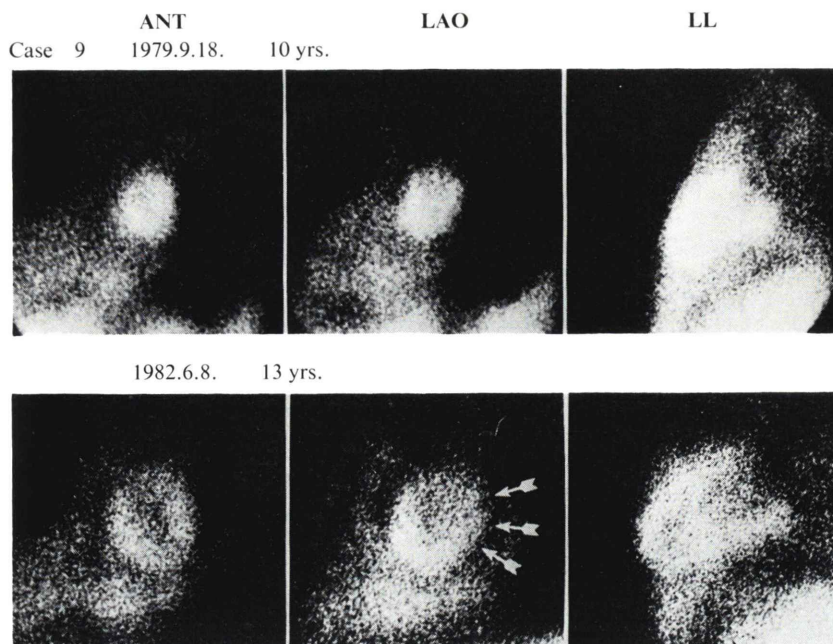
Serial thallium myocardial images at age 10 and 13 in case 9. A posterolateral Tl defect in LV free wall and an increased Tl activity in RV free wall are demonstrated in the second scintigraphic study.
